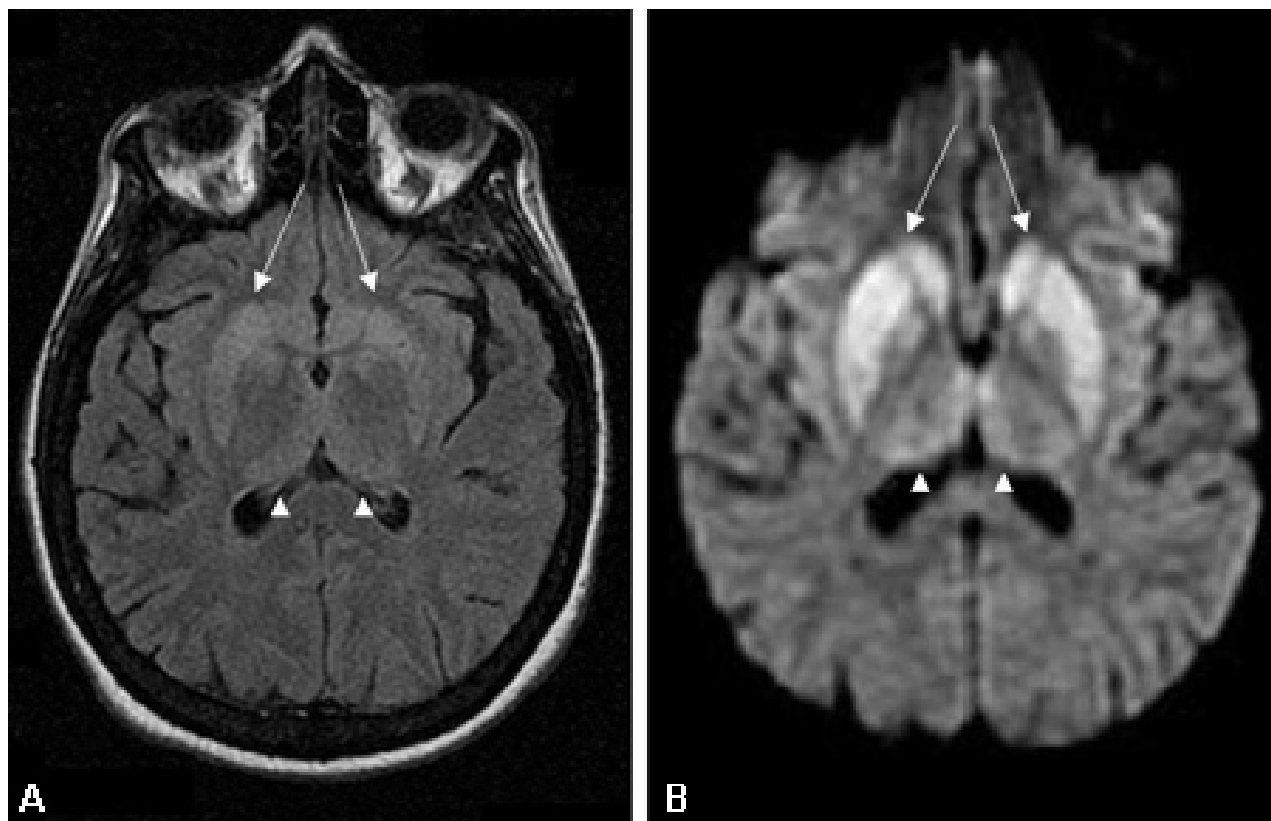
Alterações nos gânglios da base observados na doença de Creutzfeldt-Jakob. (A) Ressonância nuclear magnética (RNM) com recuperação da inversão atenuada por fluidos e (B) RNM com imagem ponderada por difusão do mesmo paciente demonstrando hiperintensidades dos gânglios da base bilaterais (setas). Também há hiperintensidade talâmica, pulvinar e medial, bilateral leve
